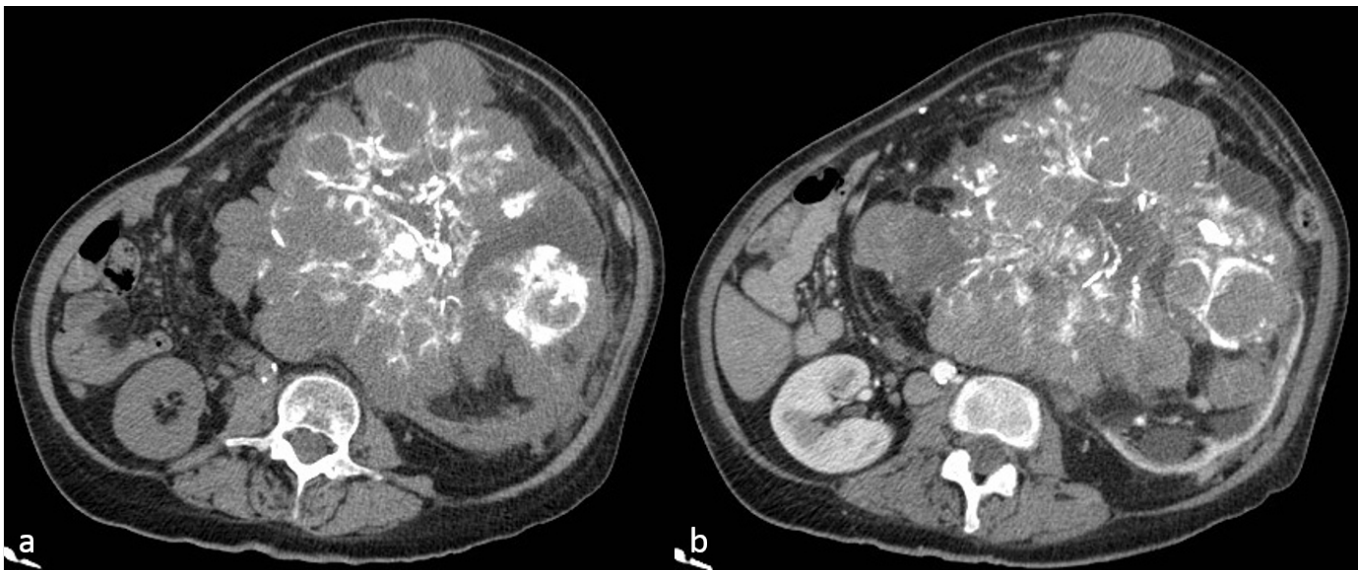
Le immagini TC di una donna di 58 anni mostrano un'enorme massa nell'addome, lobulata, pleomorfa, con robuste calcificazioni all'interno, originata dal rene sinistro. La massa non presenta contrast enhancement in fase arteriosa (b) rispetto alla scansione in basale (a) e disloca i vasi e gli organi. L'esame istologico ha rivelato un sarcoma renale. Referenze: Radiodiagnostica, Università degli Studi di Palermo, Policlinico Universitario Paolo Giaccone - Palermo / IT
